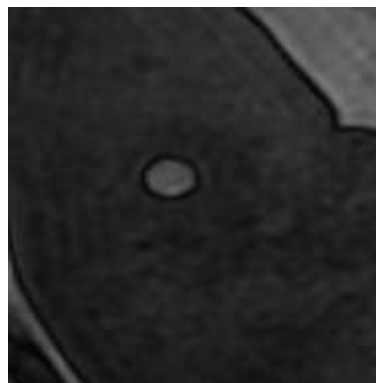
IRM hépatique en séquence de déplacement chimique en opposition de phase avec image zoomée sur la lésion. Présence d'un fin liseré péri-lésionnel en asignal en opposition de phase
